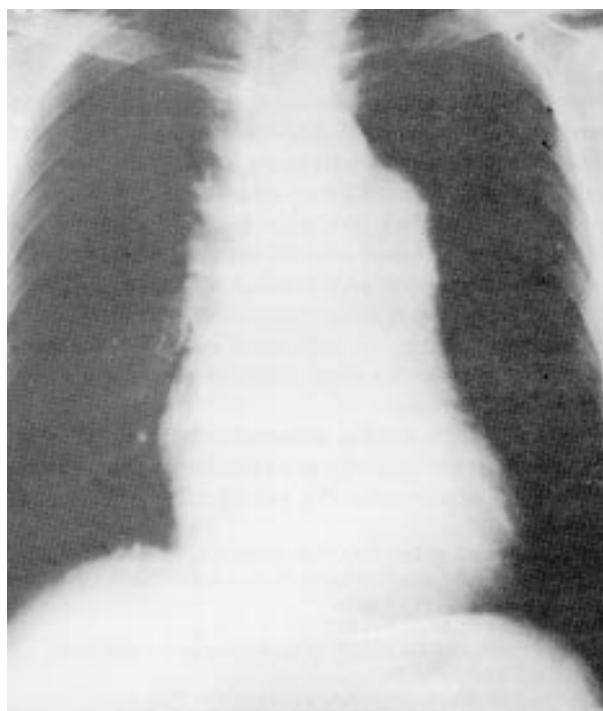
Radiografia de tórax evidenciando grande dilatação do tronco de artéria pulmonar.
